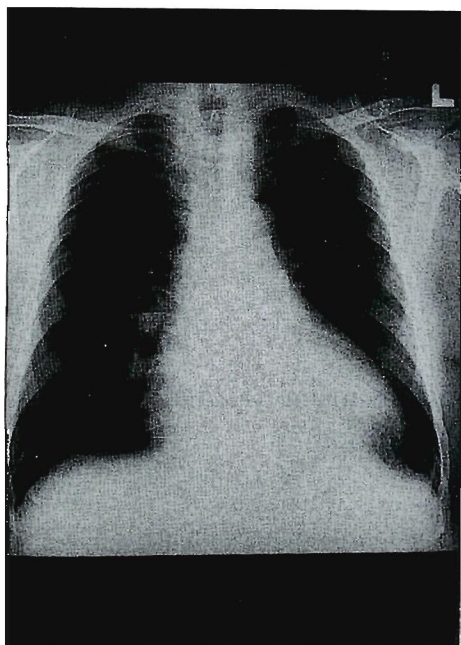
Chest-x-ray film (P→A) showing cardiomegaly (CTR 63%).
